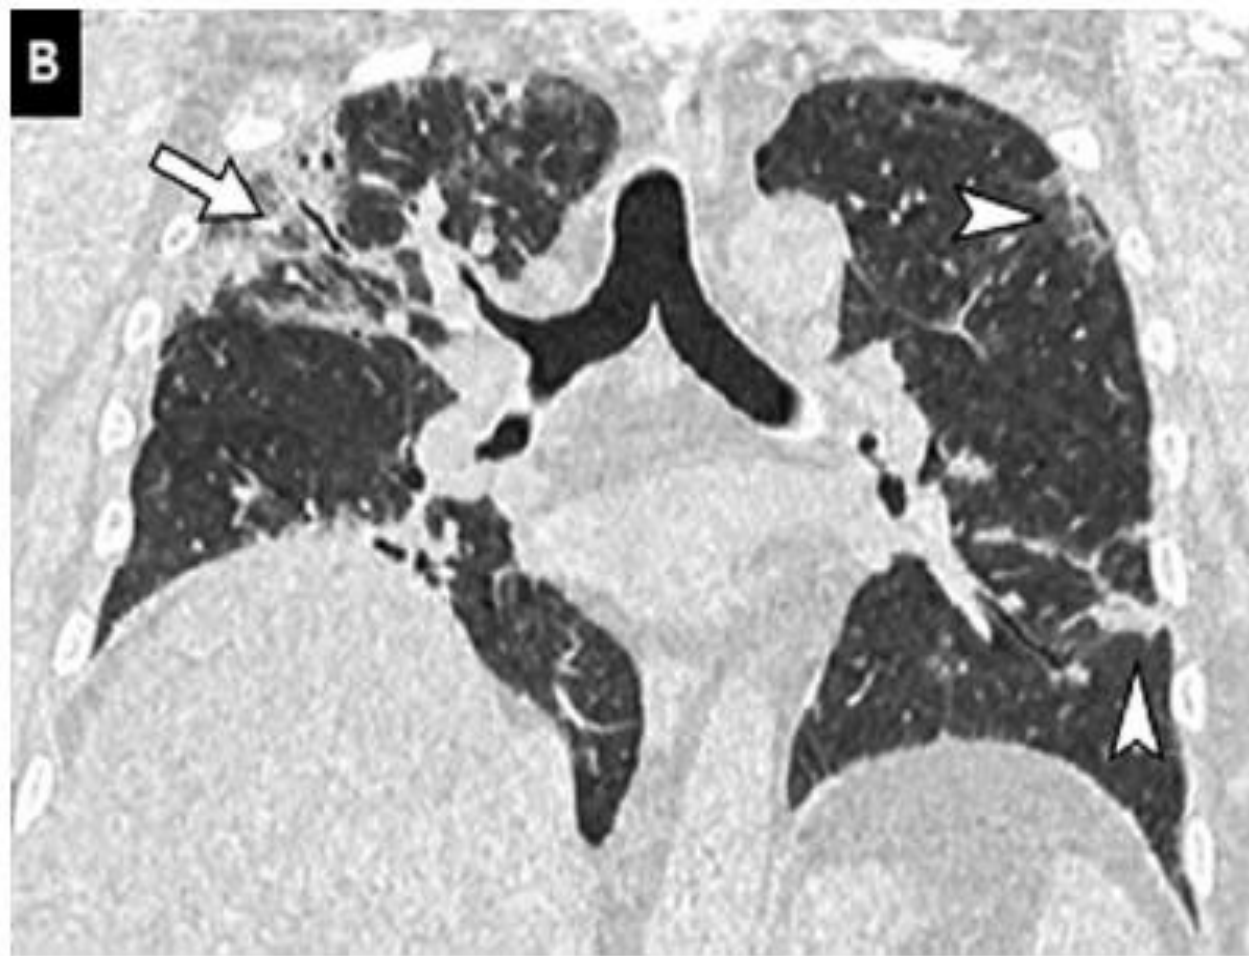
59-year-old man with COVID-19 and a 3-fold positive endotracheal swab for aspergillus fumigatus. Unenhanced CT images of the chest in the axial (A) and coronal (B) planes (lung window: W 1600/L-500 HU) show subpleural ground-glass opacities presumed to correspond to COVID-19 lesions (arrowheads) as well as an extensive apical consolidation area presumed to correspond to invasive aspergillosis (arrow).
